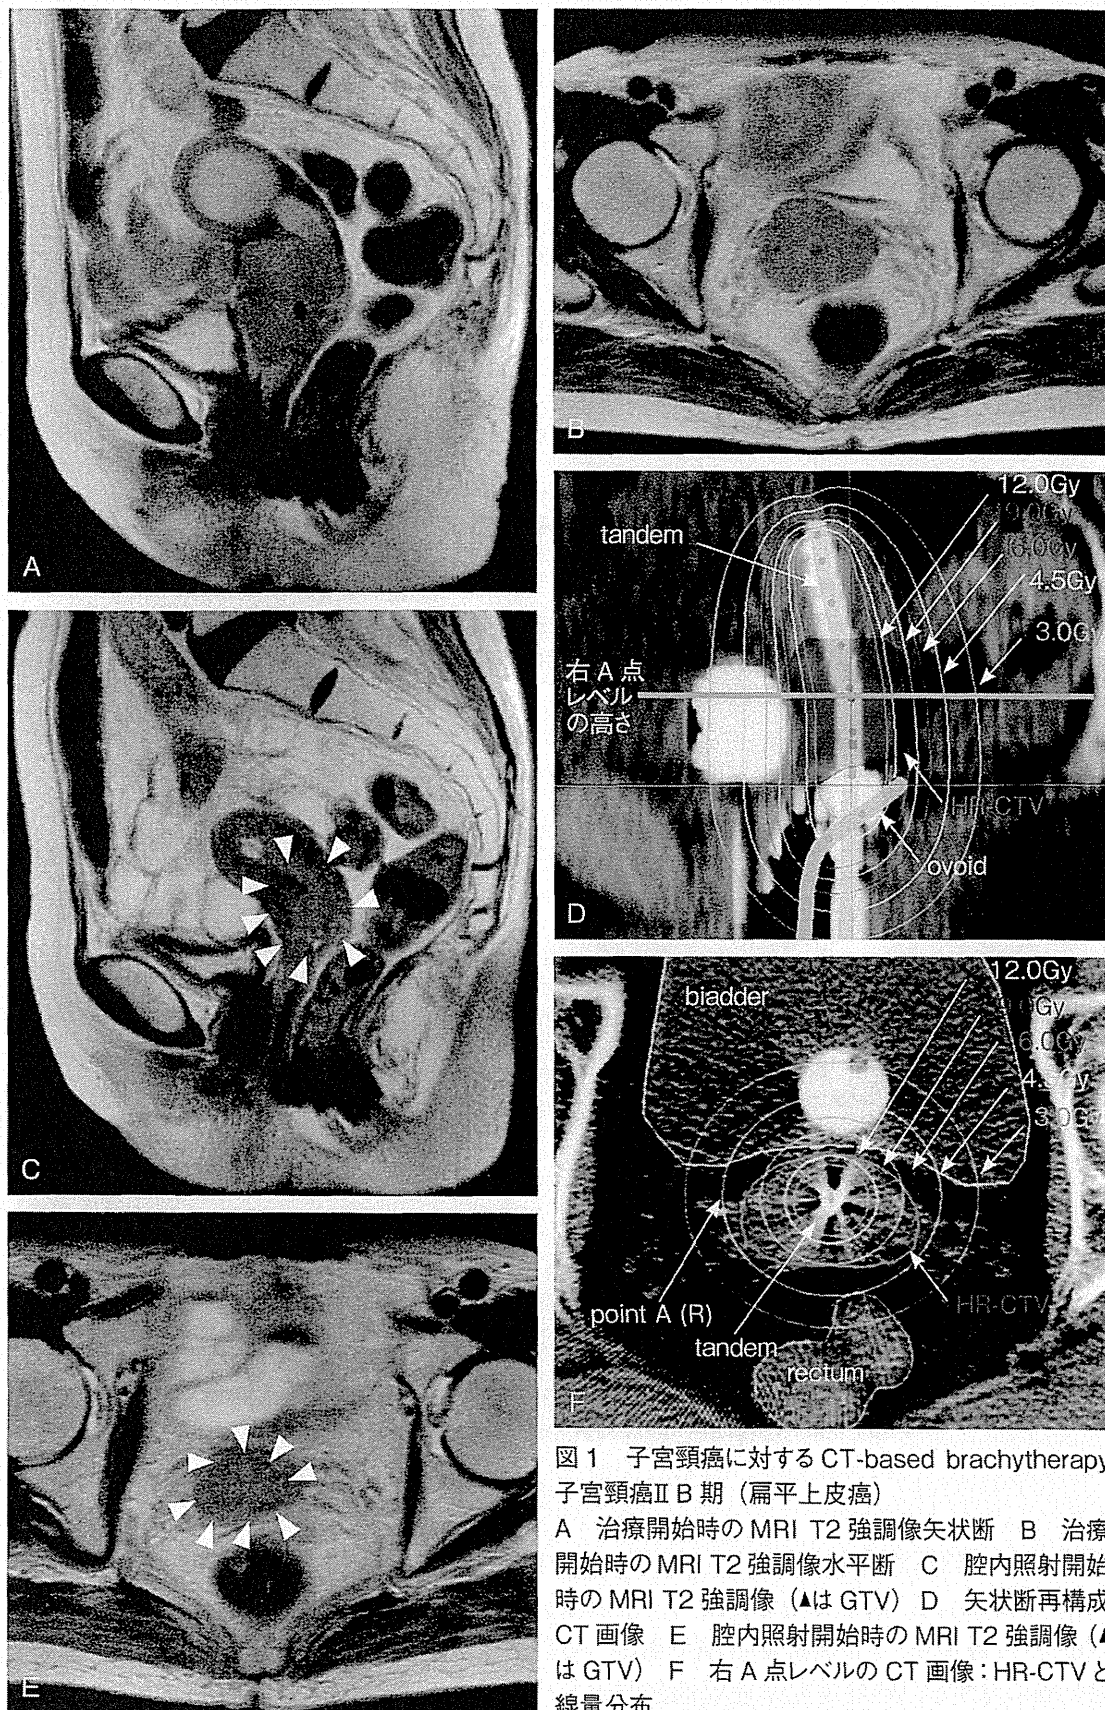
子宮頸癌に対するCT-based brachytherapy
